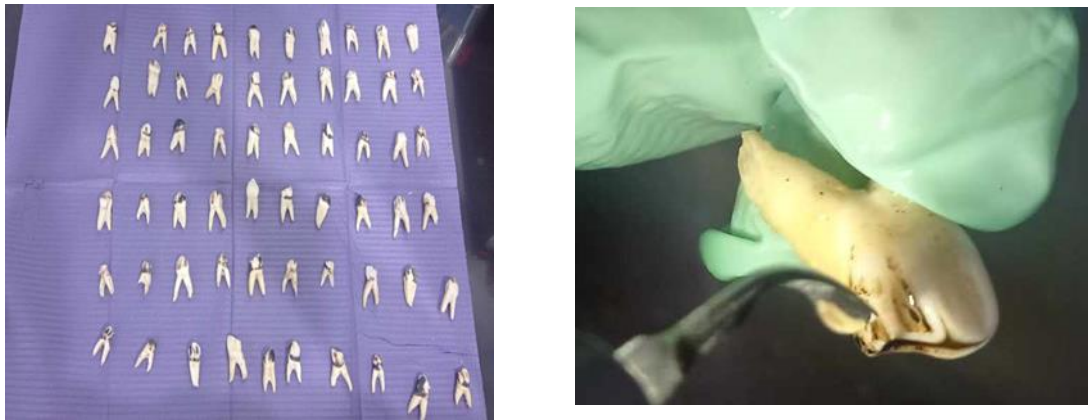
Muestra de dientes premolares de bovinos y limpieza con ultrasonido
